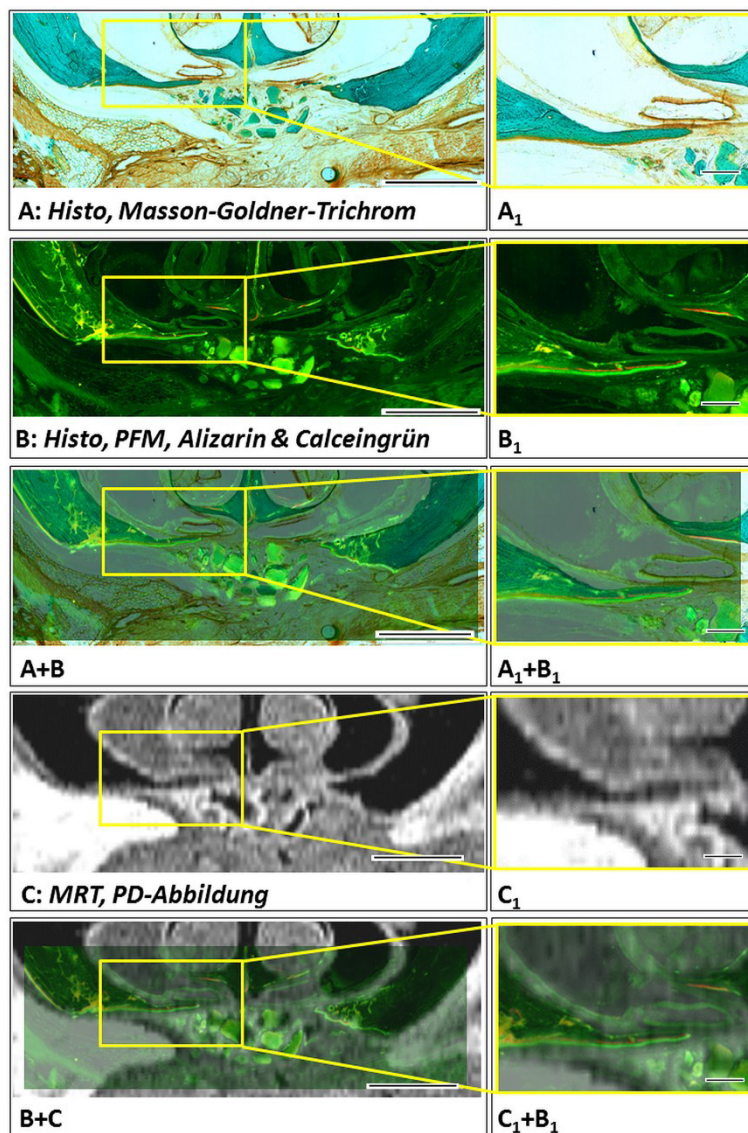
Vollständige Darstellungen des Defektbereiches einer Gewebeprobe eines Tiers aus der BioOss-Gruppe und Hervorhebung des neugebildeten Knochens. Die mikroskopischen Abbildungen der gefärbten Schliffpräparate (A und A₁), der fluoreszenzmikroskopischen Aufnahmen (B und B₁) und der MRT-Schnittbilder (C und C₁) wurden gegenübergestellt. Auf den überlagerten Abbildungen (A+B, A₁+B₁, B+C & C₁+B₁) heben sich die Bereiche des neugebildeten Knochens eindeutig ab. Maßstabsbalken der Übersichtsbilder und Vergrößerungen: jeweils 1 mm und 0,2 mm.
